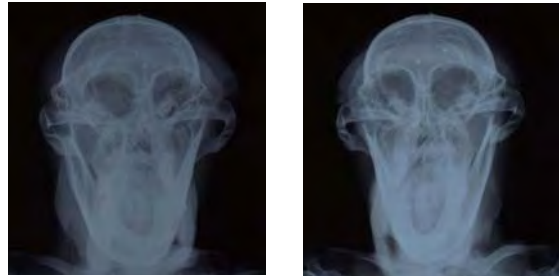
Frontal X-ray images before inserting prosthesis(left), and frontal X-ray images 3 months after inserting a prosthesis with which the left maxillary molar area(right) was excessively raised
